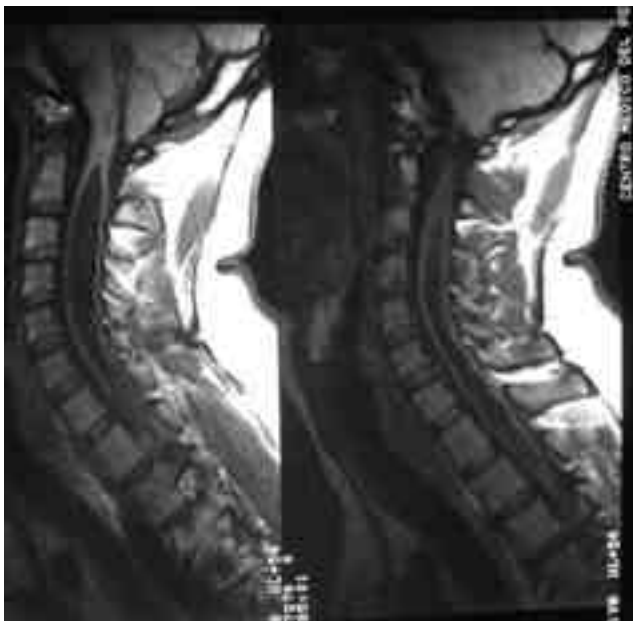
RM de columna cervical que muestra desplazamiento caudal de las amígdalas cerebelosas y una importante siringomielia que abarca los segmentos C1 a C7.
